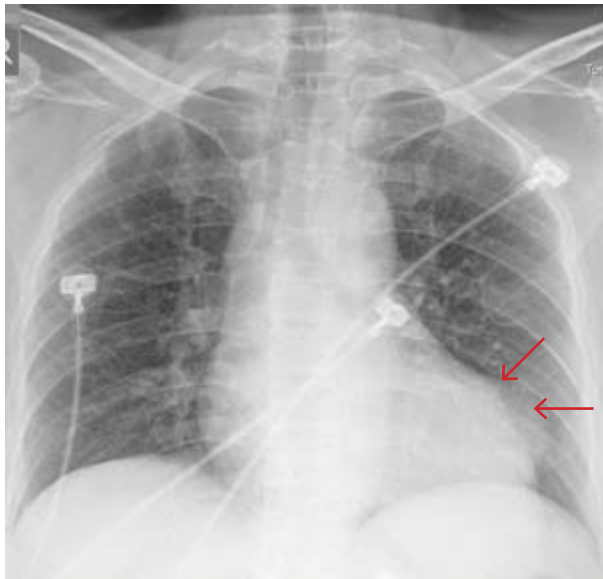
Radiografía de tórax frente realizada en lecho, con electrodos de monitoreo en ambos hemitórax. Se observa ligero aumento del índice cardiotorácico, hilos pulmonares prominentes y, a nivel del borde izquierdo de la silueta cardíaca en localización teórica del ventrículo izquierdo, imagen redondeada de bordes definidos (flechas rojas), radioopaca, con signo de la silueta negativo.
